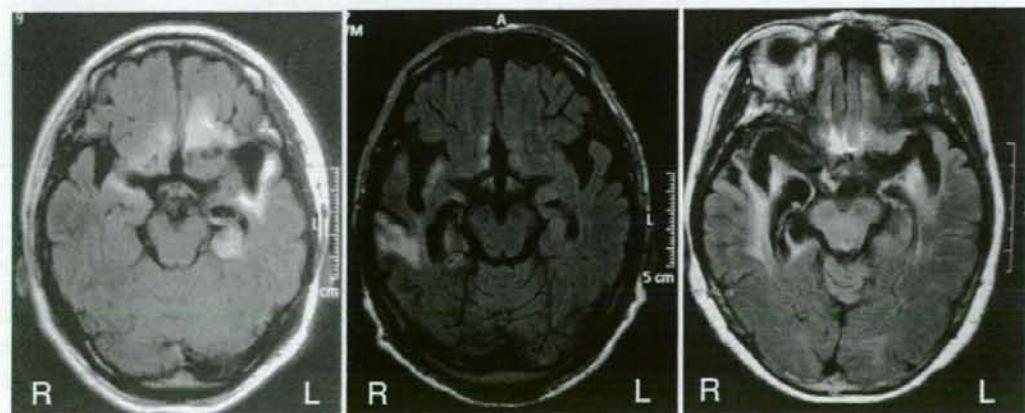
MRI FLAIR所見(左から症例1~3)
